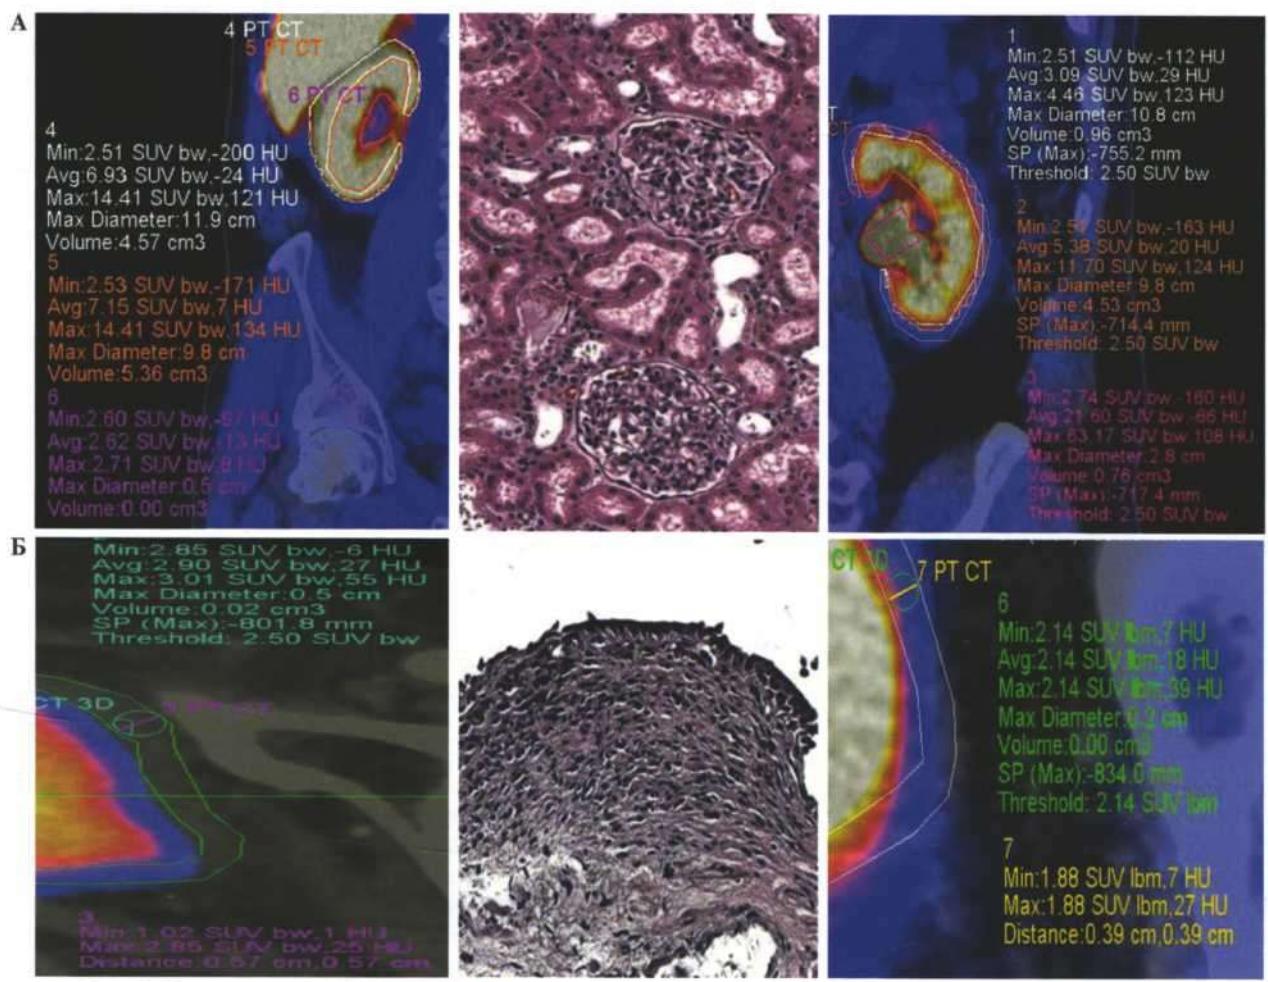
Сравнительная ПЭТ/КТ метаболическая и морфологическая характеристика паренхимы почек (А) и стенки мочевого пузыря (Б) у лиц без урологического анамнеза (слева молекулярно-клеточный метаболизм  $^{11}\text{C}$ -холина, в середине биоптаты почки и мочевого пузыря, справа  $^{18}\text{F}$ -ФДГ глюкозы)
